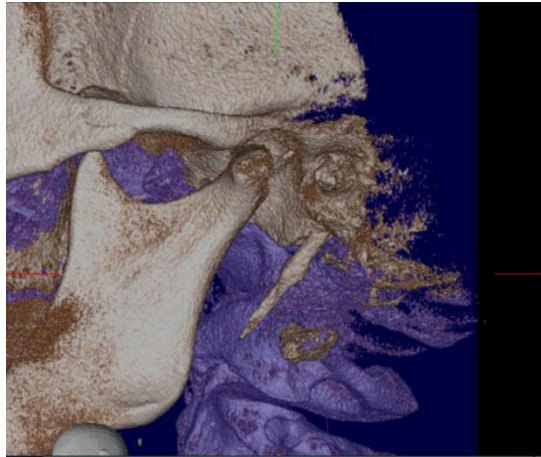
Prikaz stiloidnih nastavaka 50-godišnje pacijentice na ortopantomogramu (a) te na snimkama rekostrukcija desnog (b) i lijevog (c) stiloidnog nastavka višeslojnog CT-a.
